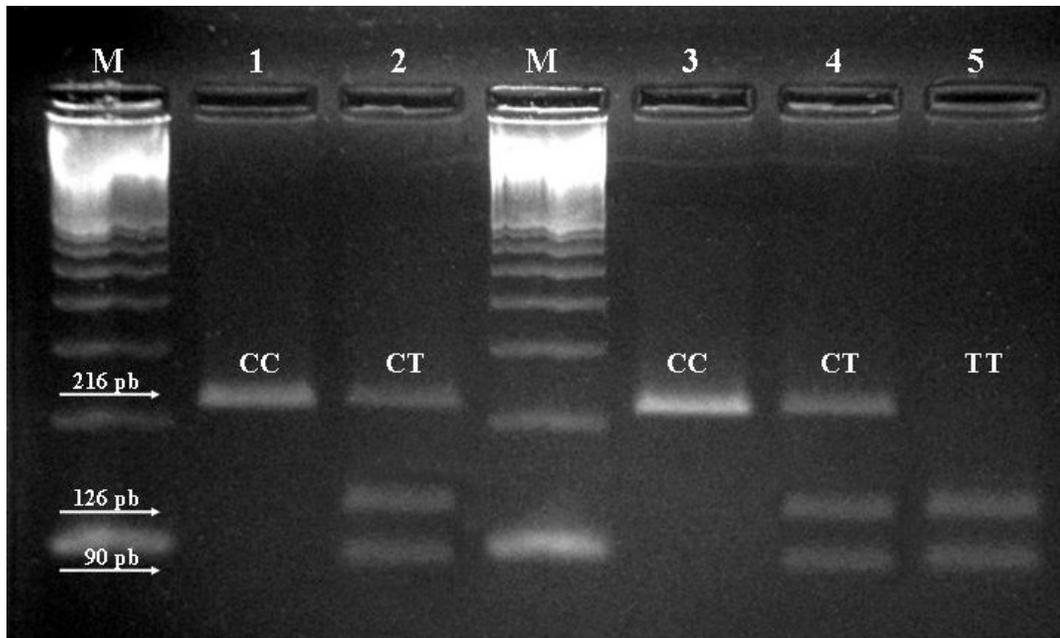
Fotografia do produto da RFLP (digestão enzimática) - fragmentos de 216, 126 e 90 pb do gene *MCM6*, em gel de agarose 2%. Coluna 1 - controle 1 positivo (CC - não-persistência da lactase). Coluna 2 - controle 2 negativo (CT - persistência da lactase). Colunas 3 a 5 - amostras do estudo: Coluna 3: CC (não-persistência da lactase); Coluna 4: CT (persistência da lactase); Coluna 5: TT (persistência da lactase). As setas indicam os fragmentos correspondentes às amostras nas Colunas 1 a 5. M- marcador 100 pb (Ladder®).
